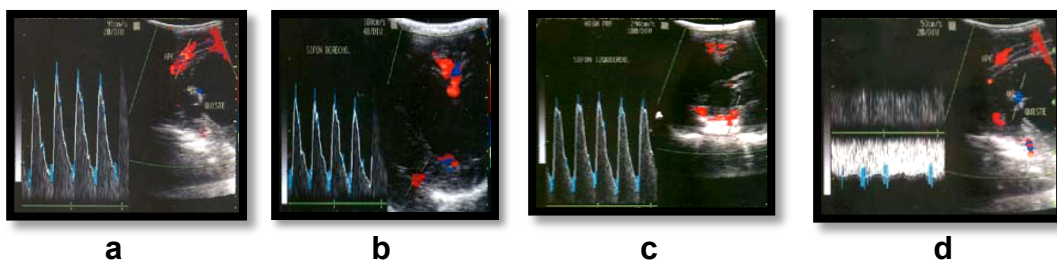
Ultrasonografía Doppler Color Transfontanelar anterior. Imágenes en varias proyecciones insonando arterias cerebral anterior y pericallosa (a, b, c) y Vena Cerebral Interna (d) que están desplazadas y tienen velocidades de flujo e índices de resistencia elevados.
